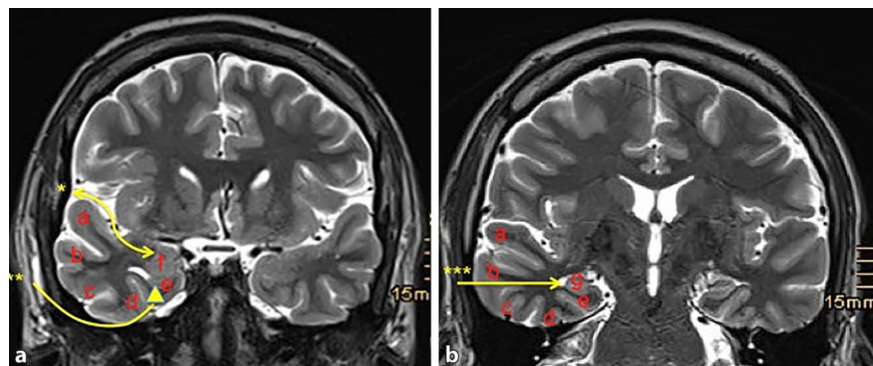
▲ Koronare T2-gewichtete MRT: a Gyrus temporalis superior (T1); b Gyrus temporalis medius (T2); c Gyrus temporalis inferior (T3); d Gyrus fusiformis (T4); e Gyrus parahippocampalis; f Amygdala; g Hippocampus; a * transylvischer Zugang;  subtemporaler Zugang; b * transkortikaler Zugang
